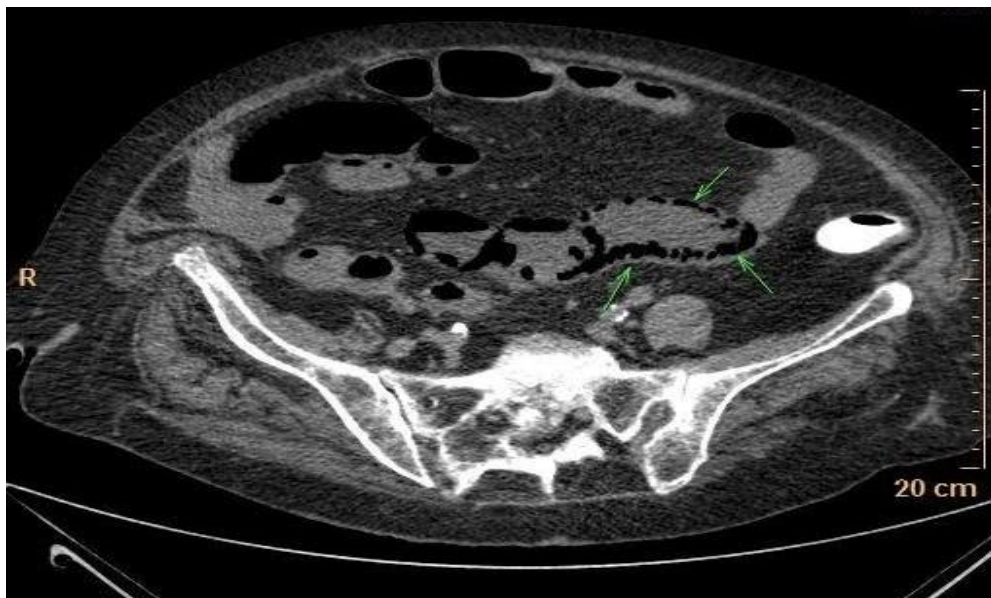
TDM abdominale coupe axiale objectivant une aéromésenterie
